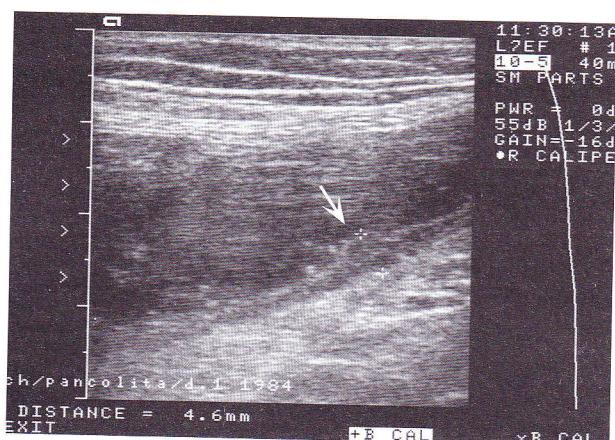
Rectocolită hemoragică – în remisiune. Aspect de pseudopolipi inflamatori (confirmare endoscopică) evidențiați prin hidrosonografie colonică (săgeată).
